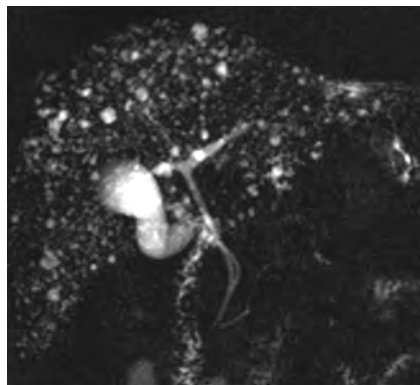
Aspect typique en bili-IRM d'hamartomatose biliaire, avec une multitude de formations kystiques (complexes de Von Meyenburg) disséminées, de petite taille, et sans communication avec l'arbre biliaire
